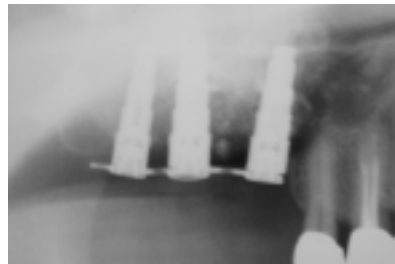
Mit Sinusliftstabilisator inserierte Implantate Regio 15-17. – Abb. 5: Postoperative Röntgenkontrolle, gut erkennbar das geringe Restknochenangebot. – Abb. 6: Restknochenhöhe unter 3 mm im OK-Lateralregion rechts deutlich sichtbar.
